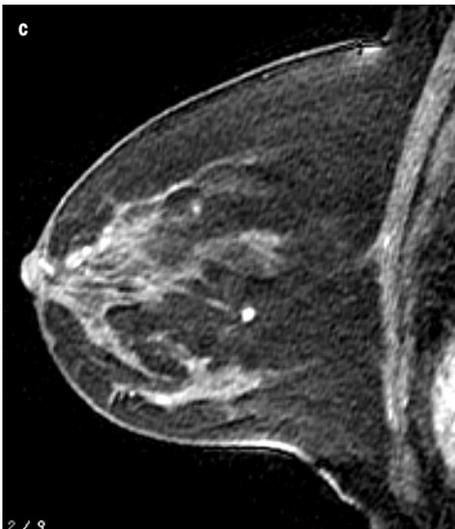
IRM mammaire gauche. En plus de la lésion connue (3a), présence d'autres images nodulaires suspectes, plus profondes, dans les quadrants internes (3b et 3c), et d'autres images de rehaussement central moins spécifiques (3d).
